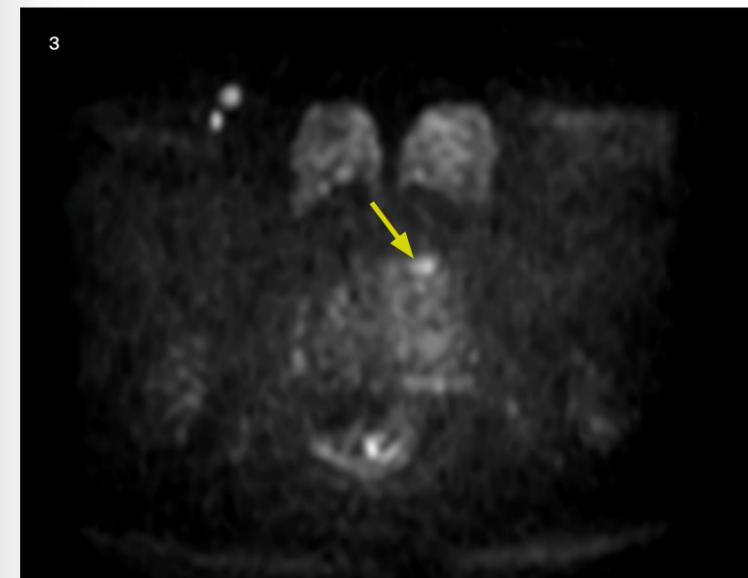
Prostatatumor in der DWI
